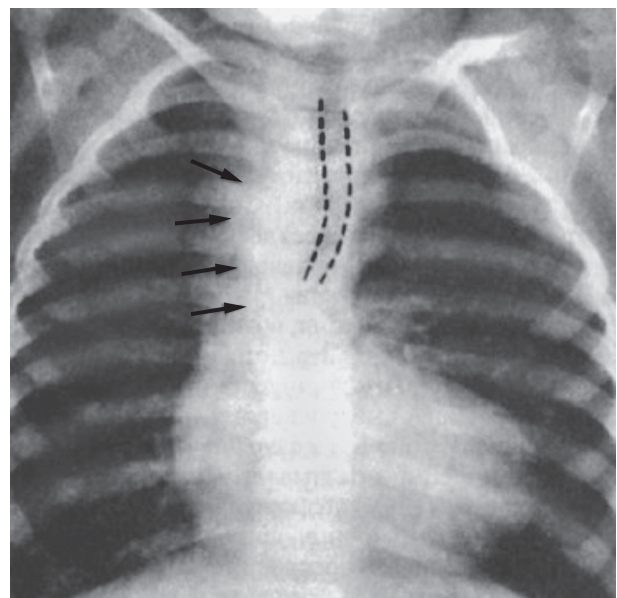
Рентгенограма органів грудної клітки при тетраді Фалло
